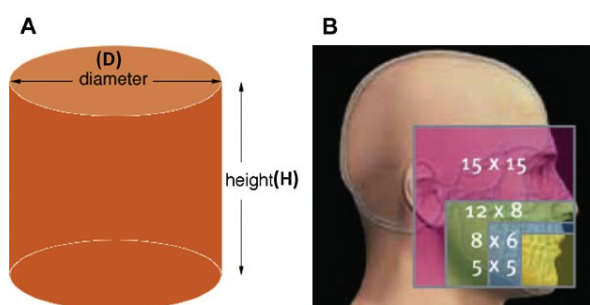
Dimensões do FOV segundo a zona a ser radiografada.
